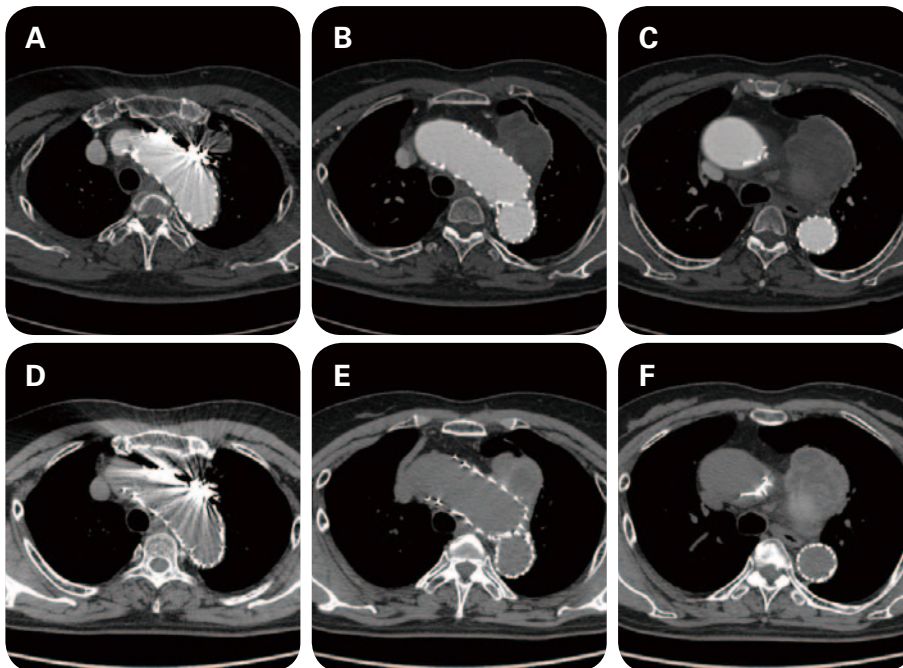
コイル塞栓後の胸部CT (上段: 第11病日, 下段: 2ヵ月後)
